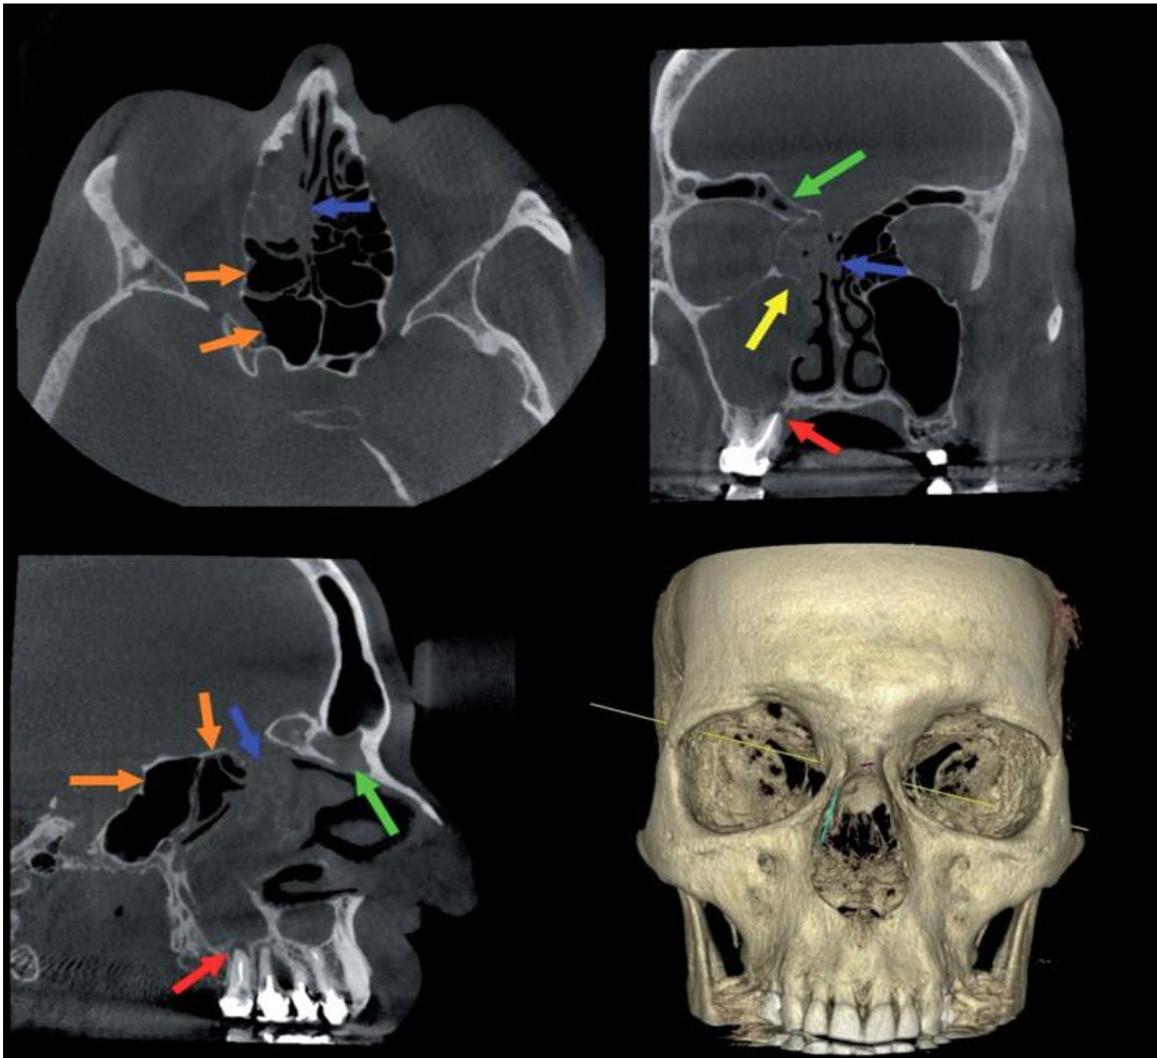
scanner d'une radiographie par tomodensitométrie
